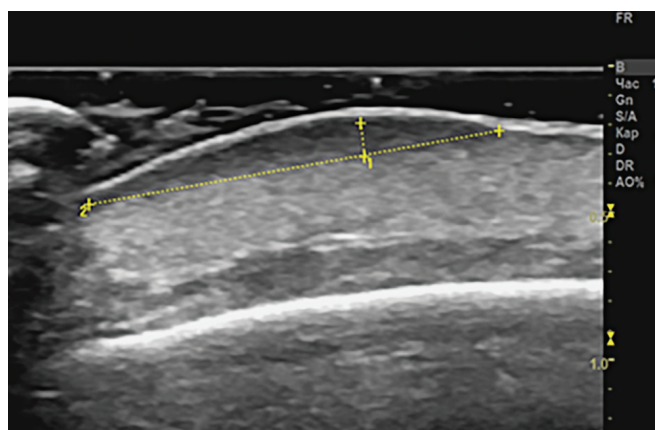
Пациентка А., УЗИ мягких тканей лба. Датчик 15 МГц
